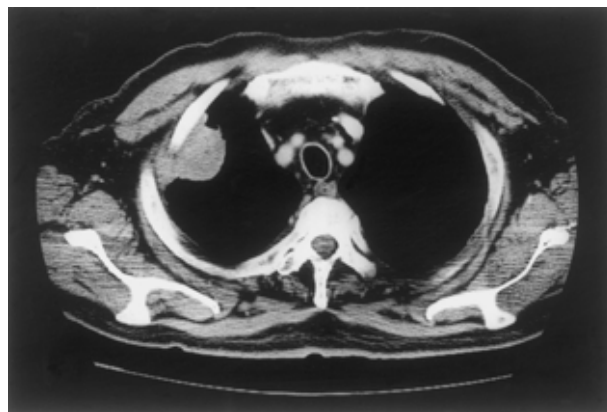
Chest CT shows a 50 × 45 mm mass and direct invasion to the chest wall was suspected.
